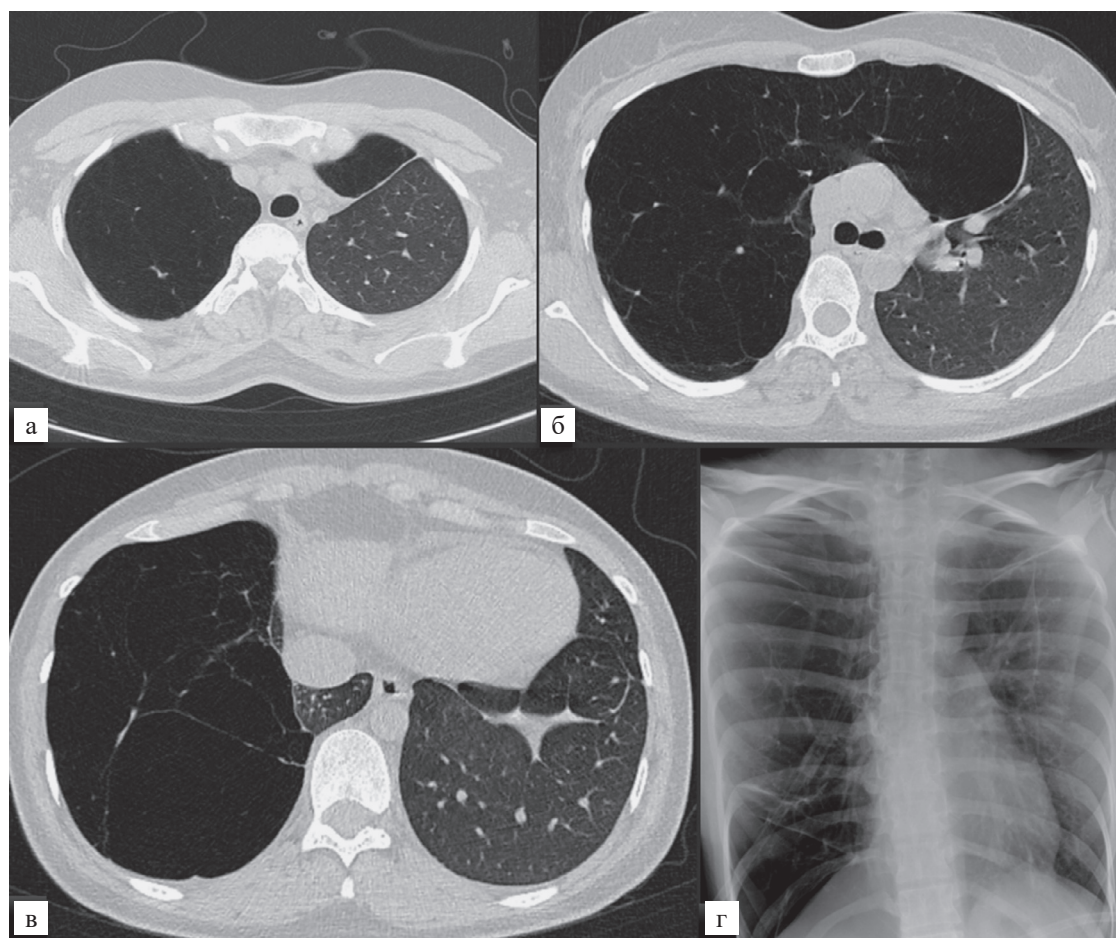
Данные лучевой диагностики пациента до выполнения хирургического лечения: а – 3-й грудной позвонок; б – 5-й грудной позвонок (бифуркация трахеи); в – 7-й грудной позвонок (начало диафрагмы); г – рентгенография во фронтальной проекции
